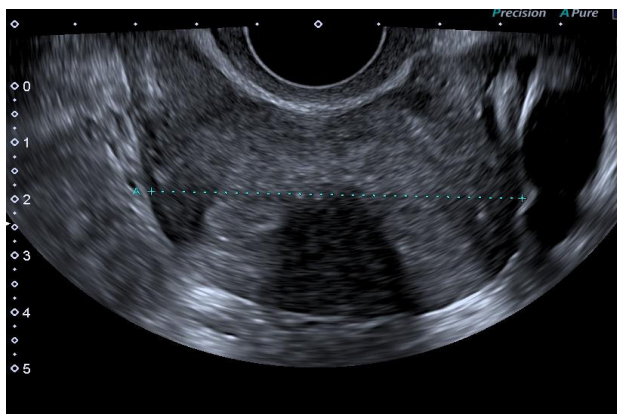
USG 2D transvaginală, imaginea transversală, uter septat parțial, clasa U2a
